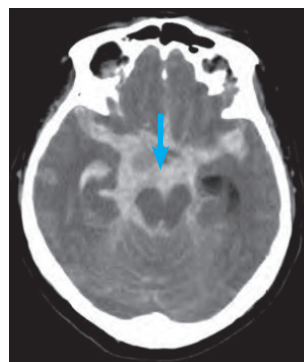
Компьютерная томография без контраста, показывающая большое объемное субарахноидальное кровоизлияние (указано стрелкой) [4].
